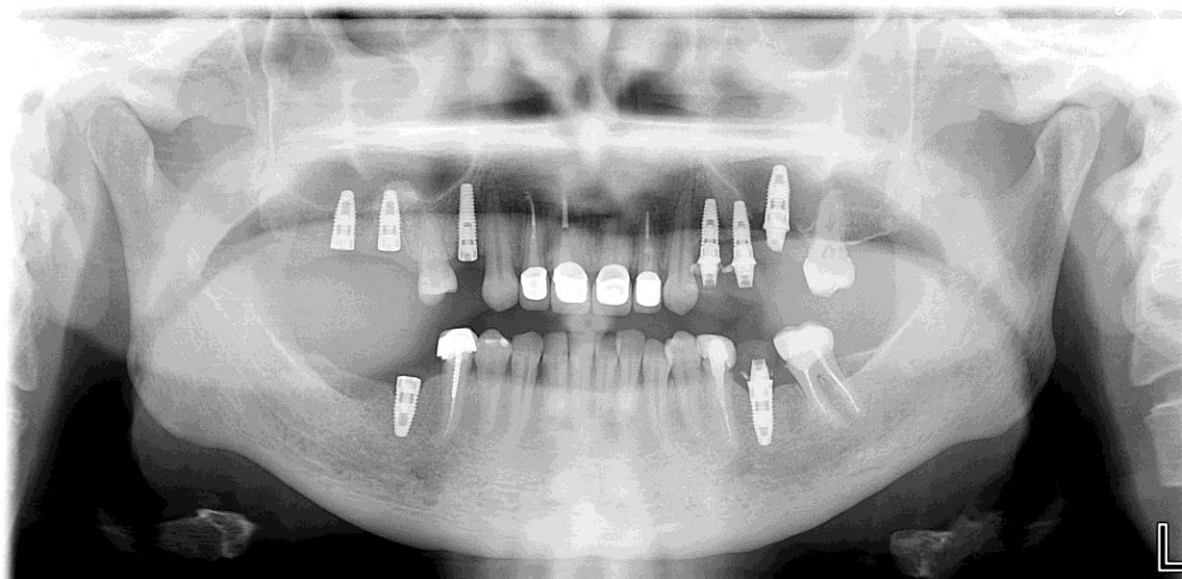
Ortopantomografia realizada a 30-12-2011
